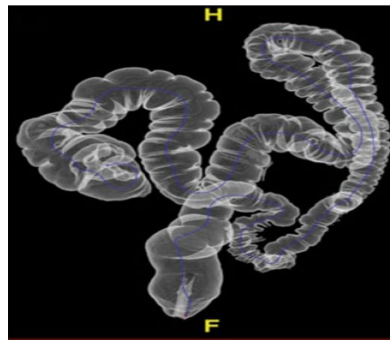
Coloscopie virtuelle (colographie TDM) d'une anatomie normale. Le contraste induit par le lavement baryté permet d'obtenir une image 3D et 2D du côlon grâce à la TDM, et ainsi étudier la présence de lésions [61].
